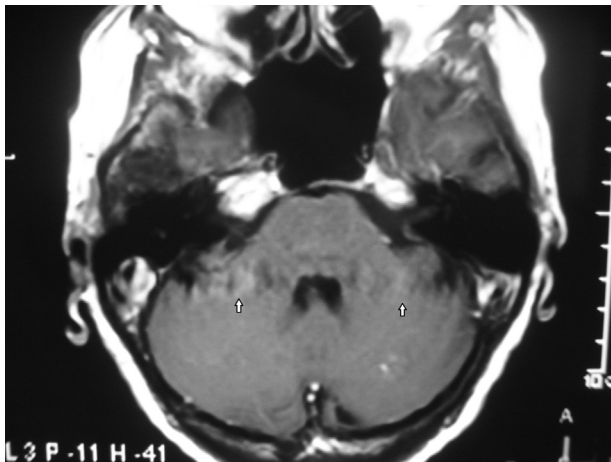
RM de cerebro, corte axial, en ponderación T1 con gadolinio: los artefactos de pulsación generan imágenes repetidas cíclicamente en sentido horizontal o vertical que simulan lesiones inexistentes (flechas).
